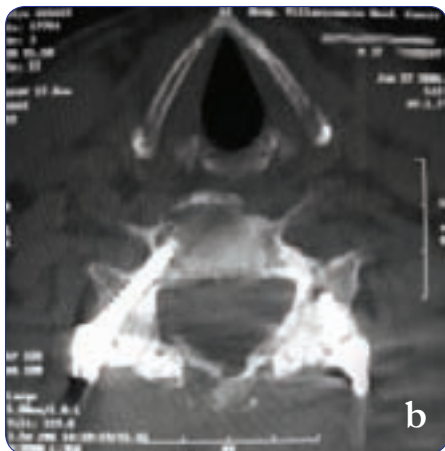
Imágenes posquirúrgicas de control del caso 1. Cortes axiales en los que se aprecian los tornillos en los pedículos y donde ya se observa la consolidación de los trazos de fractura y la artrodesis interlaminar. a) C5. b) C6. c) C7. d) T1. e) Radiografía lateral en la que se documenta el control final.
